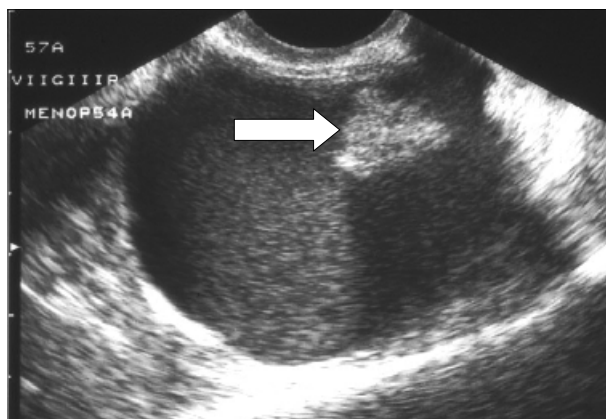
Ecotomografia transvaginal: lesão quística de conteúdo não puro, com nódulo hiperecogénico com atenuação posterior dos ultrasons, o qual corresponde à protuberância de Rokitansky (seta).
